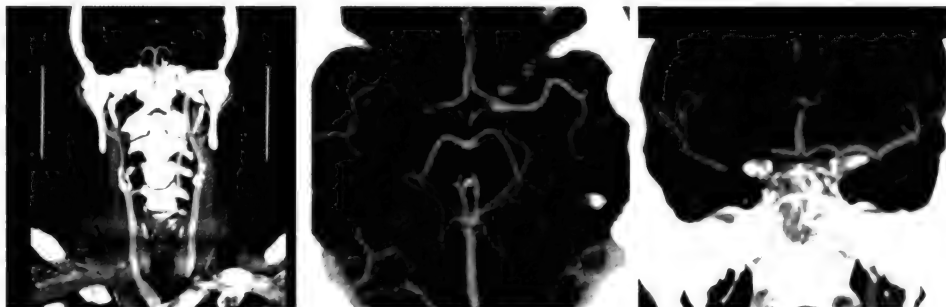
КТ-ангиография магистральных сосудов шеи (слева) и сосудов мозга (в центре и справа).
